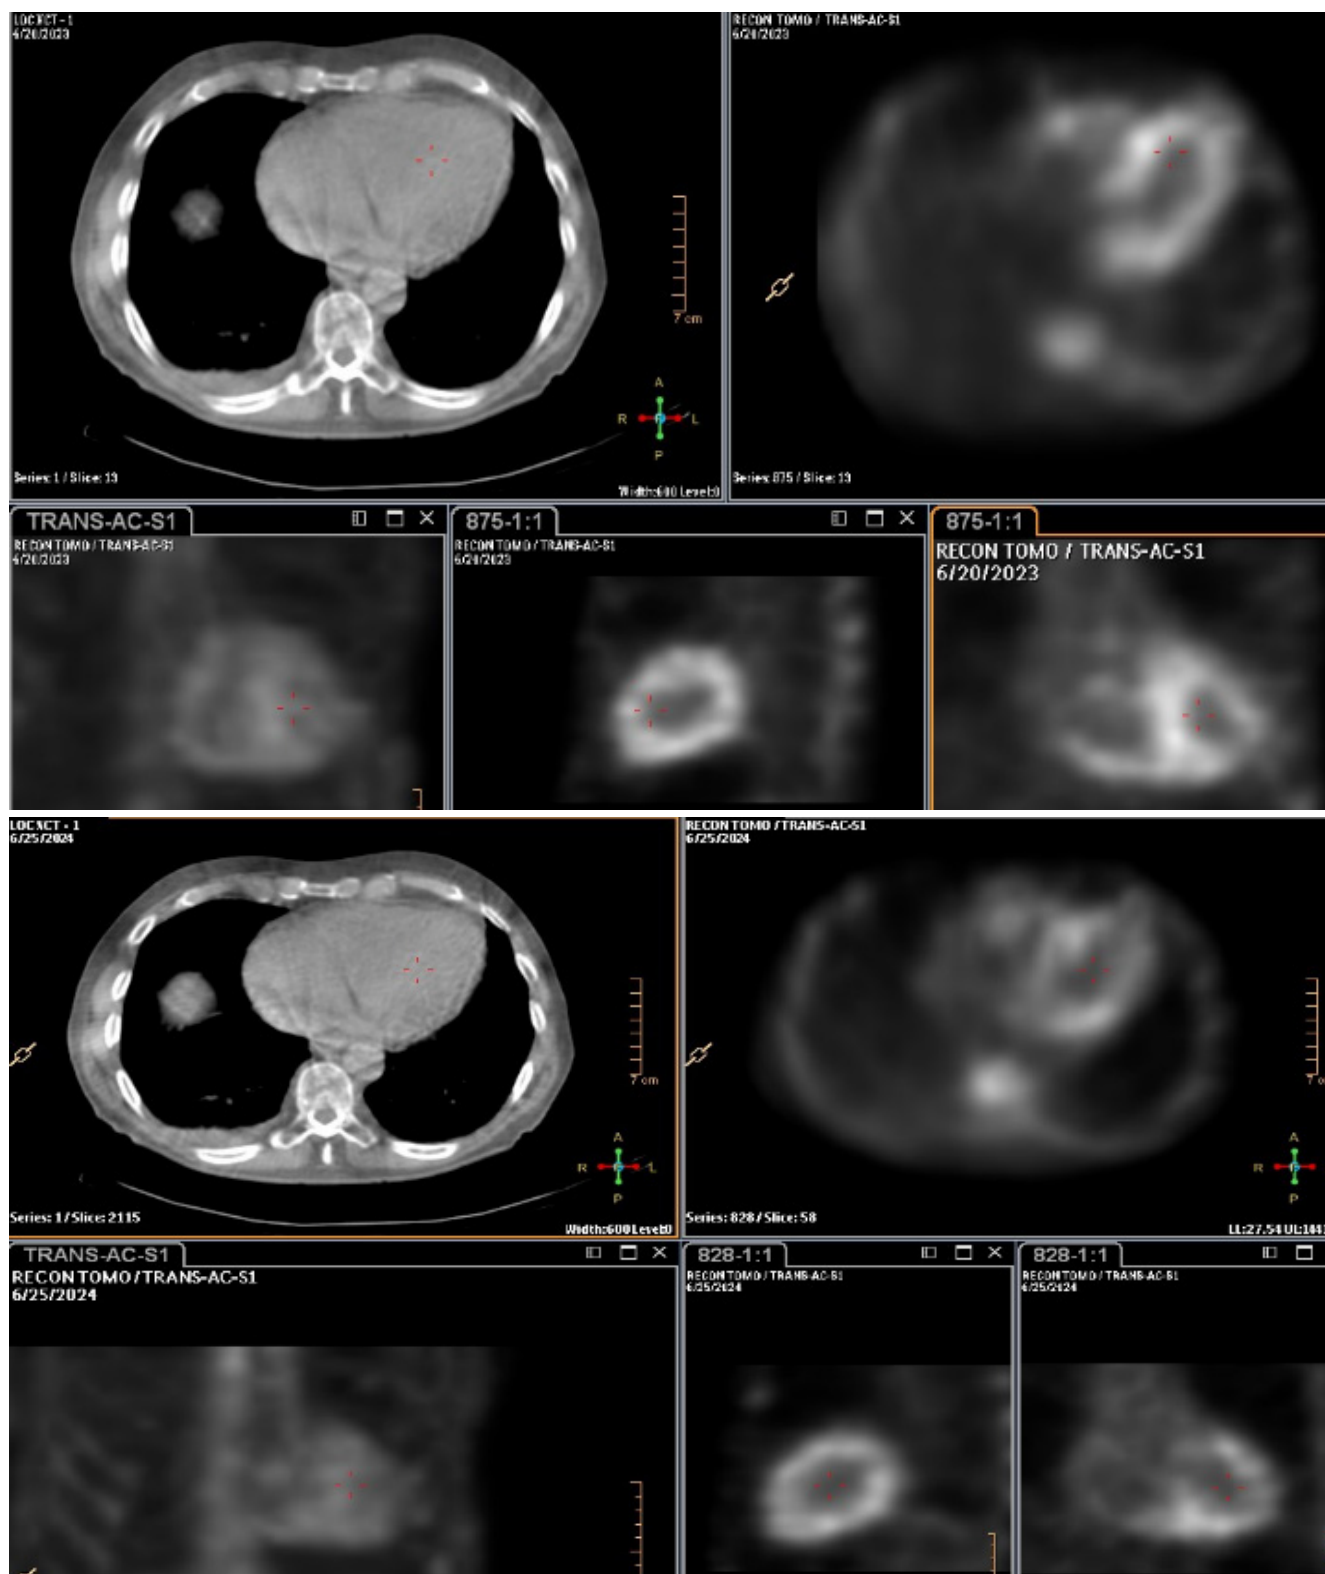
Данные ОЭКТ/КТ пациента Ш. исходно (Grade 3) и через 12 мес. после приема тафамидиса (Grade 2-3).
